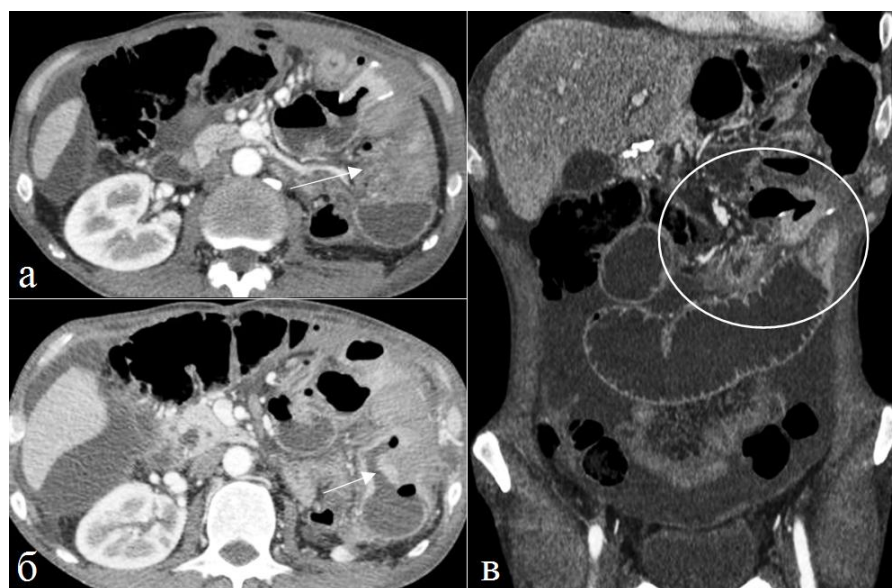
Больной 67 лет. Рак желудка. Тонкокишечная непроходимость. КТ исследование через год после оперативного лечения. Артериальная фаза контрастного усиления. а), б) аксиальные, в) фронтальная томограммы. Определяется диффузное расширение заполненных жидкостью петель тощей кишки, асцит. В зоне перехода определяется утолщение стенки и сужение просвета кишки (обозначено стрелками и овалом).
